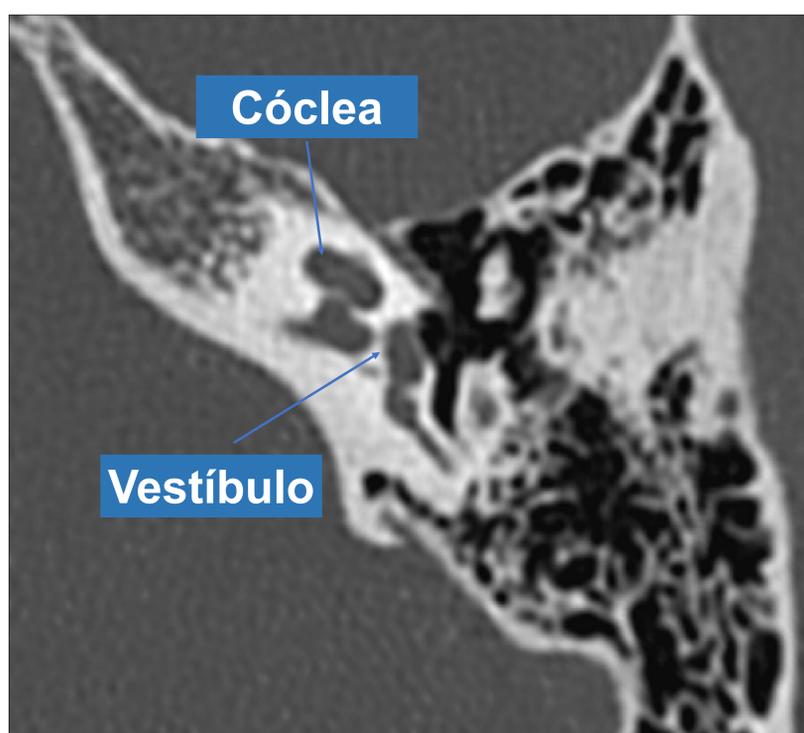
Imágenes de TC de oído en plano axial en las que se señala el conducto el vestíbulo y su relación con la cóclea (anterior) y los canales semicirculares (posterior)
